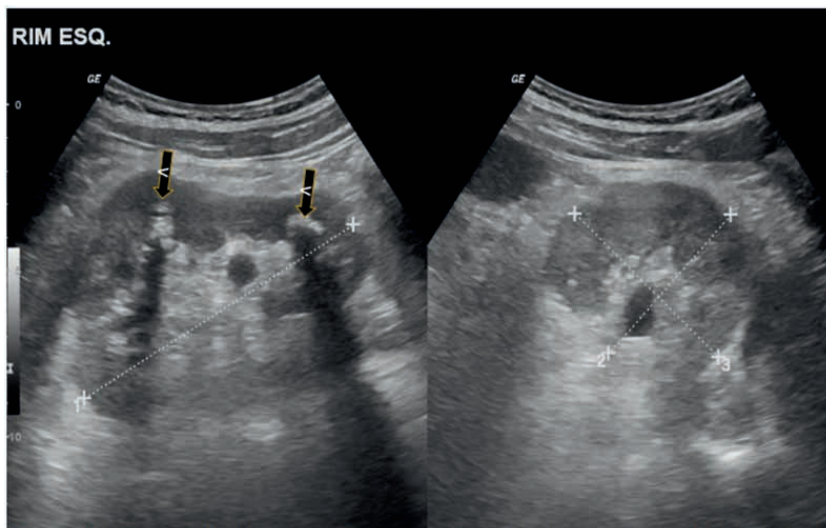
Imagens de ultrassonografia do rim esquerdo. À esquerda, corte longitudinal, evidenciando-se nefrolitíase, condicionando sombra acústica posterior (setas pretas). À direita, corte axial.
